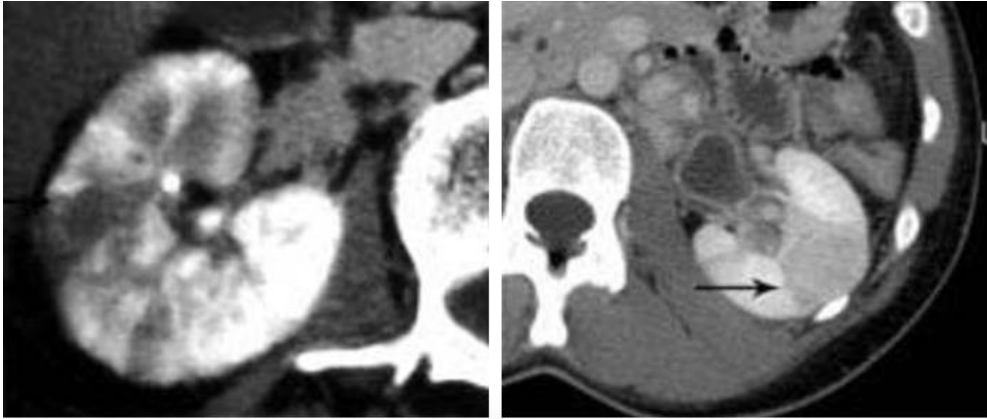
Aspect TDM d'une PNA aigue(34).
